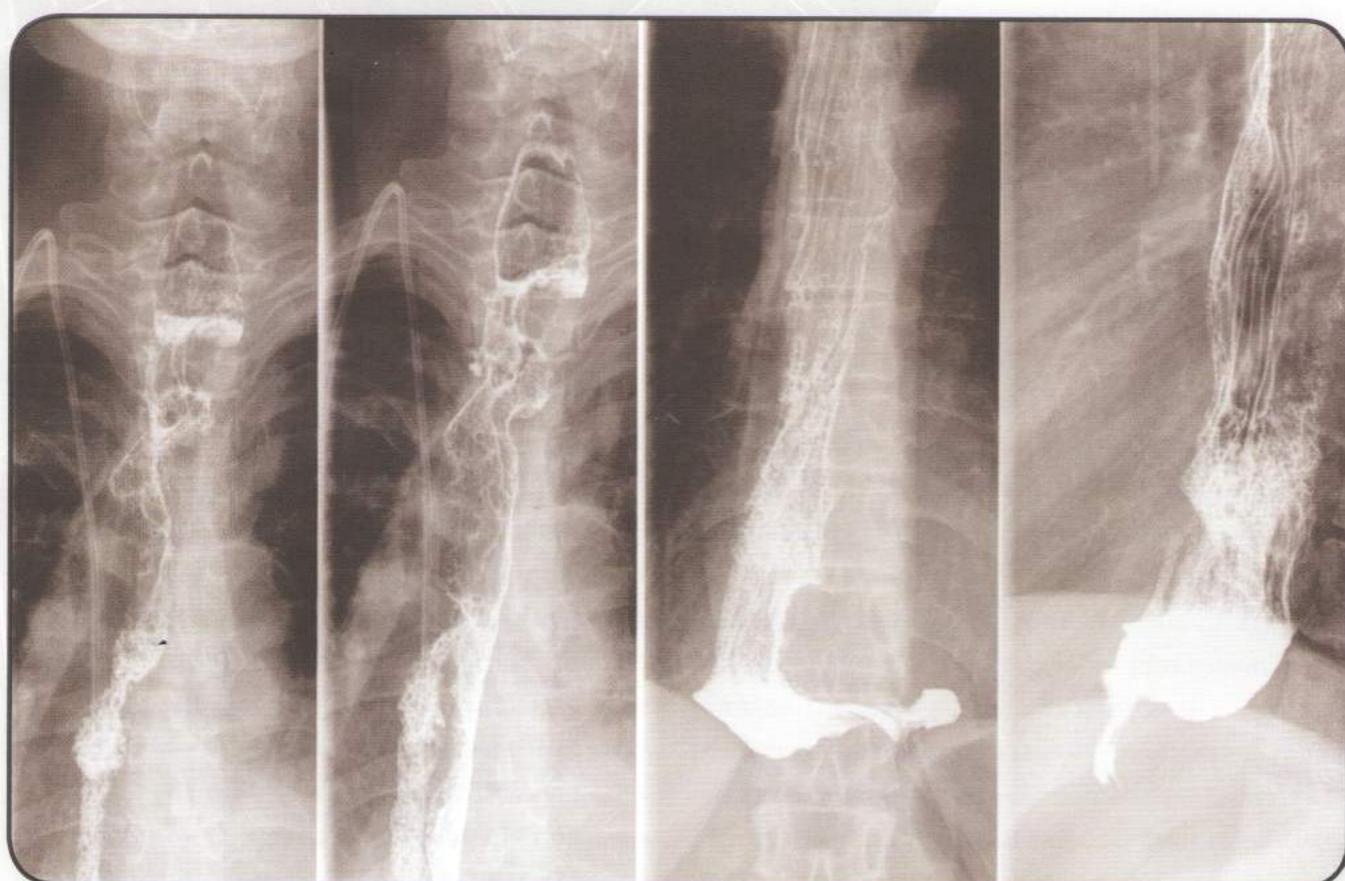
Рентгенограммы «искусственного» пищевода на 7-е сутки после операции.
